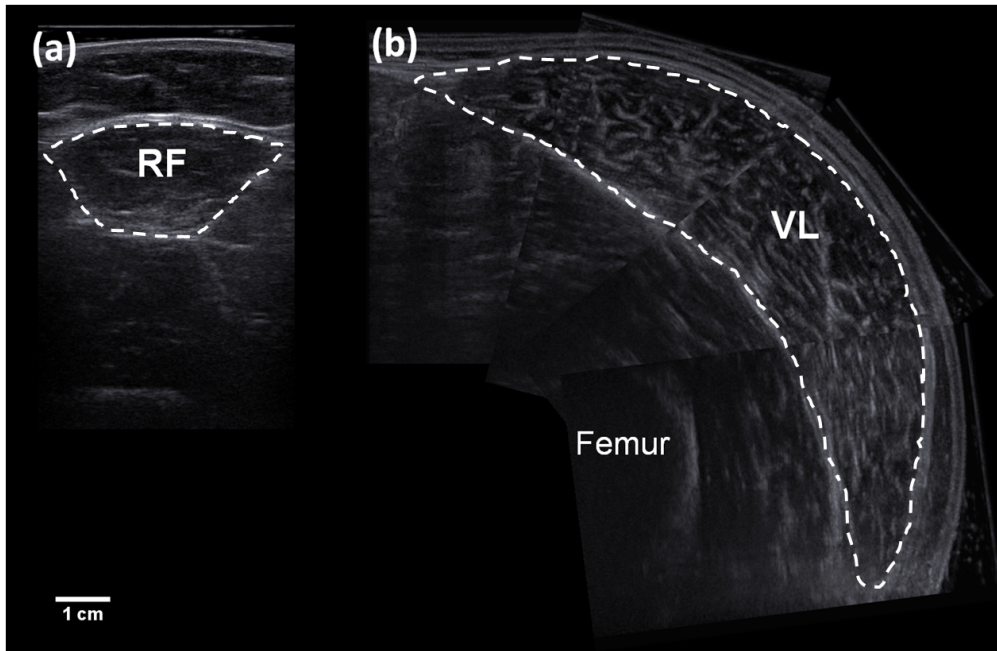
Ultrasonography images of rectus femoris (A) and vastus lateralis (B) muscles taken from a representative placebo subject showing the cross-sectional area measurement.
